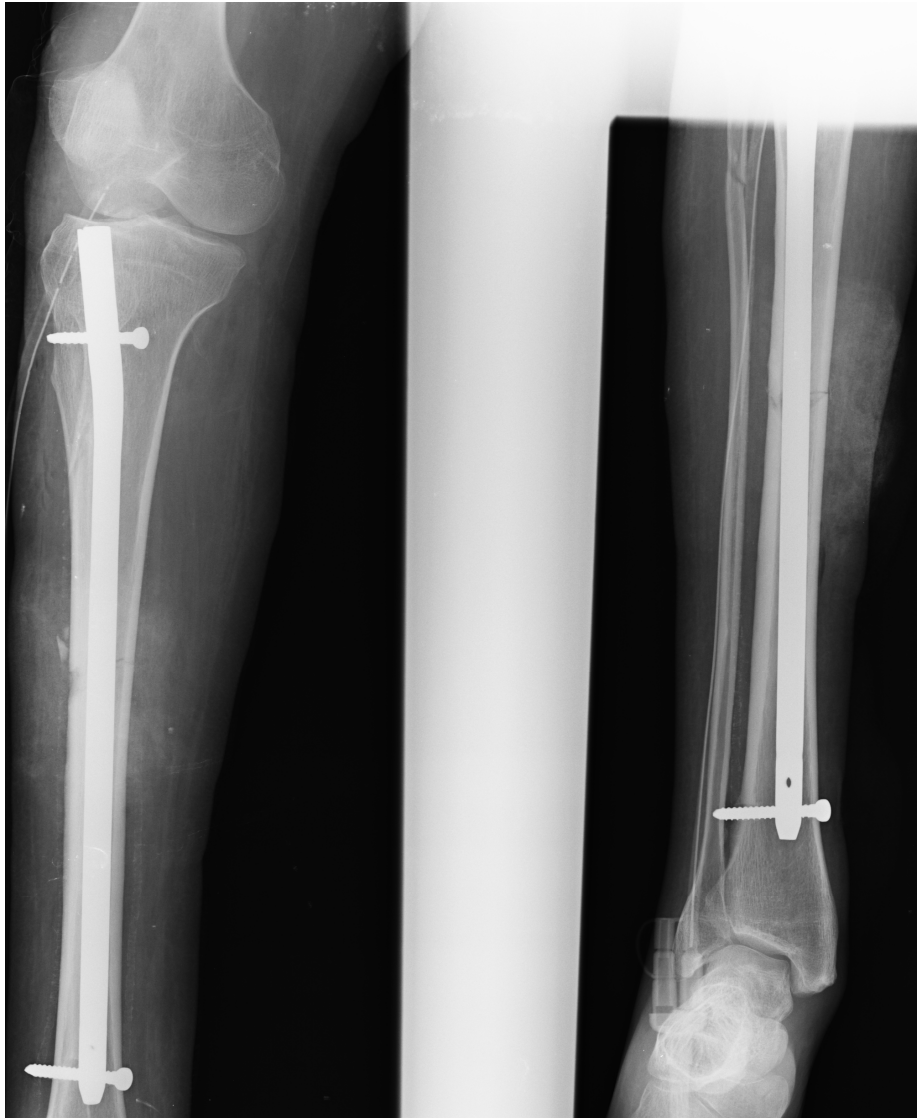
cliché radiographique postopératoire.
